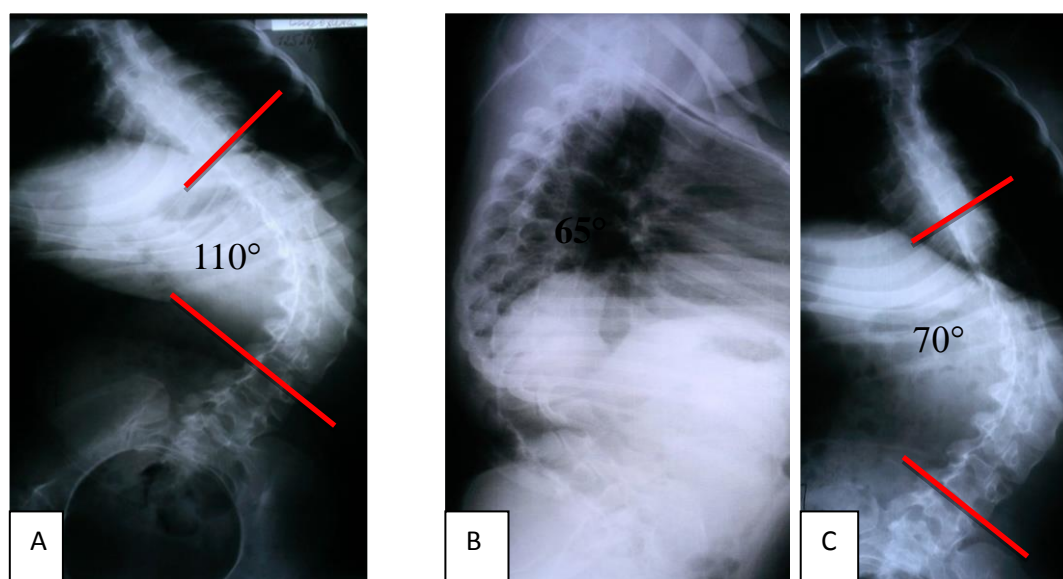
Рентгенограммы пациентки С., 16 лет до операции:
